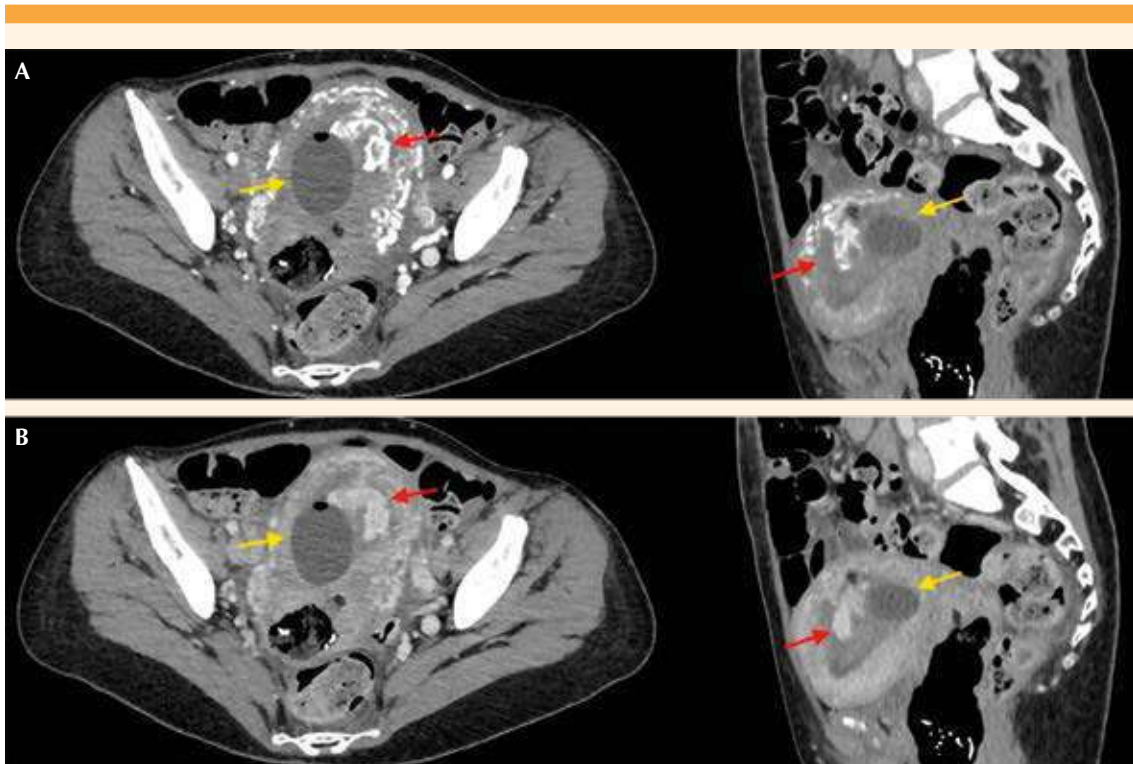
Tomografía axial computada con contraste intravenoso. A. Cortes axial y sagital en fase arterial. B. Cortes axial y sagital en fase venosa, la flecha roja señala el área vascular de mayor calibre en la cavidad endometrial, con sonda de Foley (flecha amarilla) adyacente.
